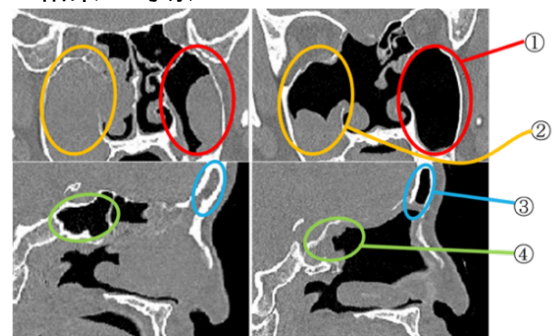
PM3 の CT 画像 (左:術前 右:術後, 上段:冠状断面 下段:矢状断面) ①左上顎洞, ②右上顎洞, ③前頭洞, ④蝶形骨洞
